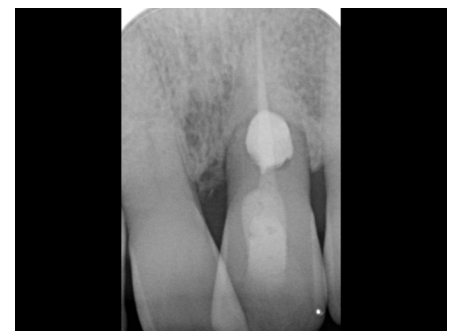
Radiografía de control a dos años; se evidencia un buen mantenimiento de los niveles óseos periodontales.
